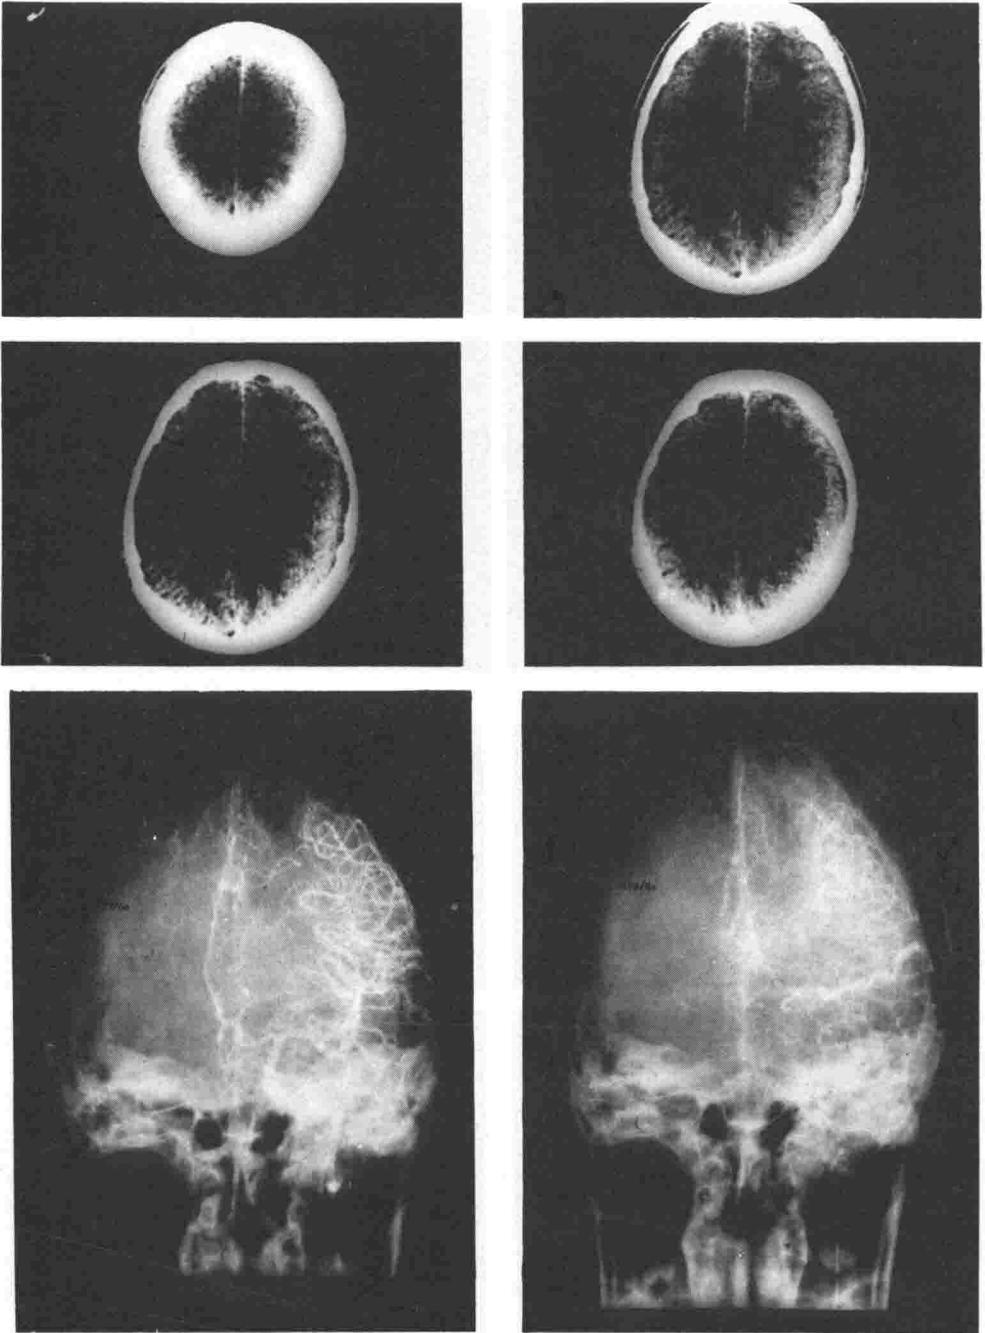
Hematoma Subdural Crónico Isodenso en tomografía computada demostrado con Angiografía.
